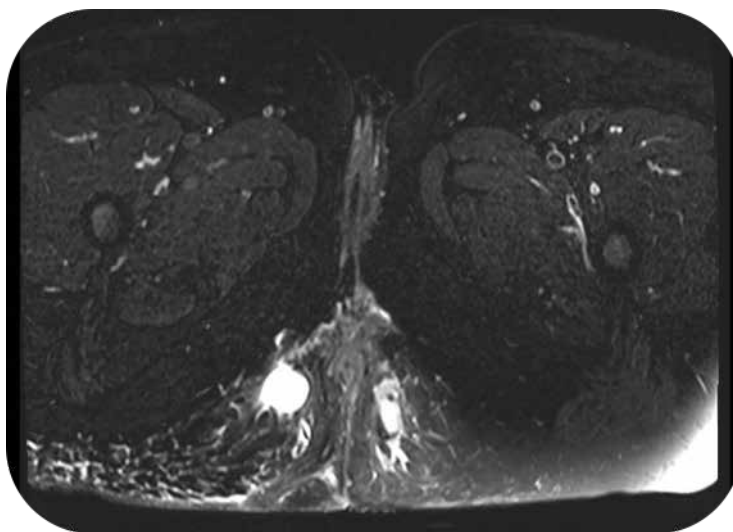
Ressonância magnética pélvica (corte axial) evidenciando múltiplos trajetos fistulosos, sem sinais de malignidade.
